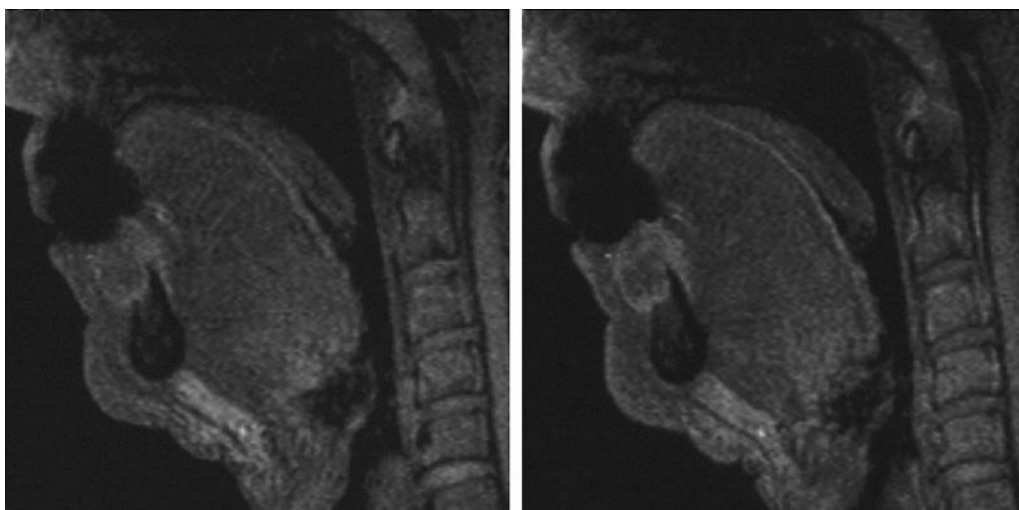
ダイナミック撮影による矢状断 MR 像（左：造影剤注入後 60 秒・右：造影剤注入後 1 分 40 秒）；病変は辺縁部がより強く、不均一に造影される。図 2-6 ～ 8 で骨髓浸潤が疑われた領域は、骨髓浮腫もしくは炎症による修飾が主体であったと判断しうる。MRI では進展範囲を過大評価する傾向があるとの指摘があるが、ダイナミック撮影によりこれを低減させることが可能である
